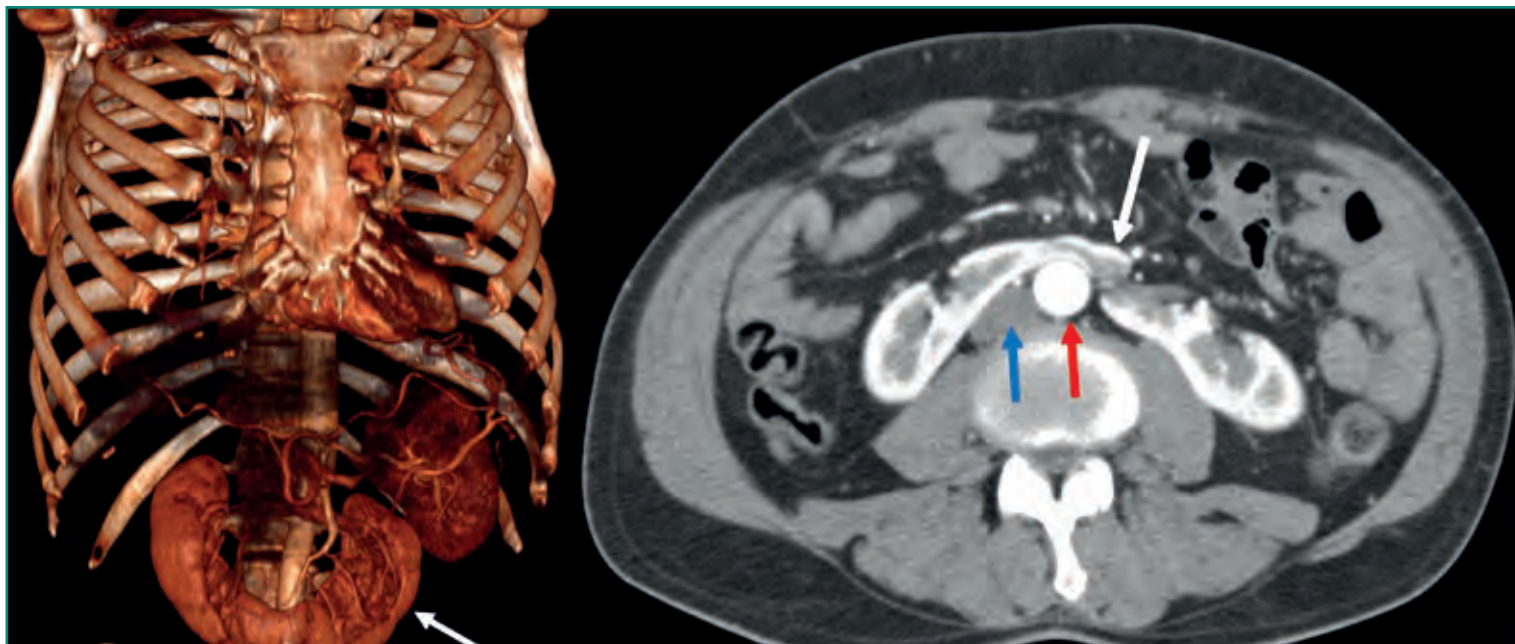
TC con reconstrucción volumétrica y cortes axiales donde se identifica un riñón en herradura (flechas blancas). Nótese que cruza anterior a la aorta (flecha roja) y vena cava inferior (flecha azul).
